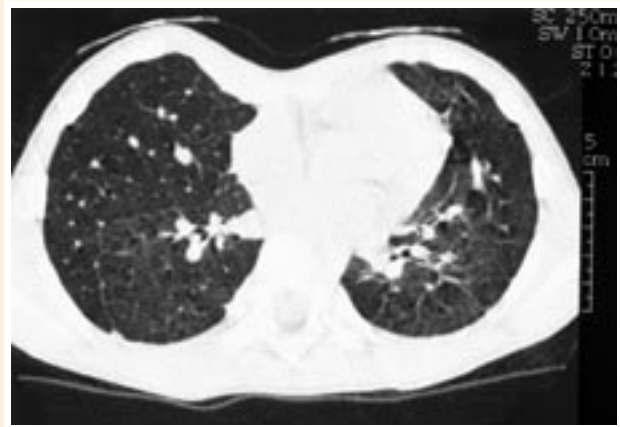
Tomografía computarizada de tórax: mejoría evidente con respecto a la exploración efectuada tres años antes, aunque persisten todavía trastornos de la aireación y discretos engrosamientos septales.
